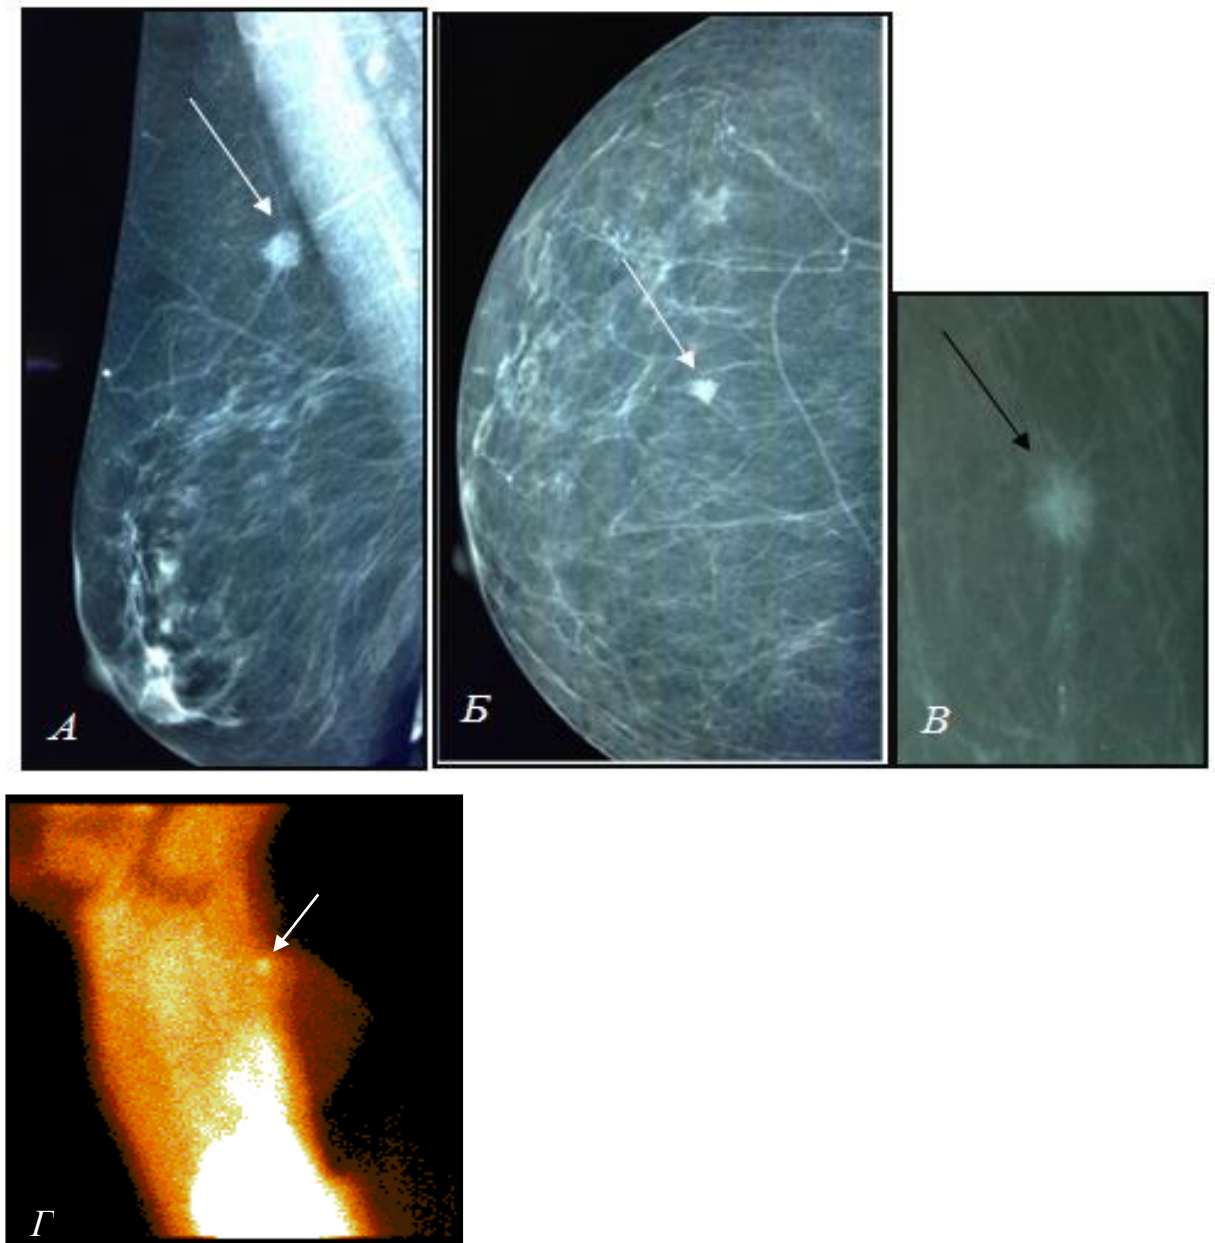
Маммограммы (А – медиолатеральная проекция (MLO)), Б – краниокаудальная проекция ((CC), В – прицельная проекция) и маммосцинтиграфия (Г) 46-летней предменопаузальной пациентки с непальпируемым очагом поражения правой молочной железы.
